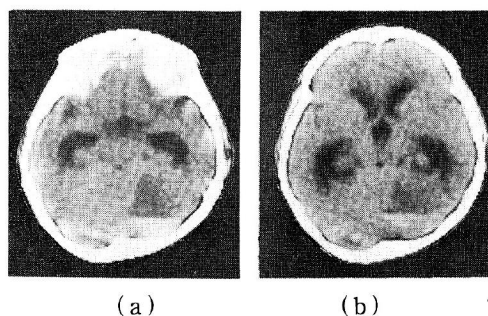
(a) The CT scan obtained two days after the onset showed increased and decreased density area with niveau formation in the right cerebellum and moderate enlarged ventricles. (b) The CT scan obtained 4 days after the onset showed same findings but diminishing density of the niveau.
